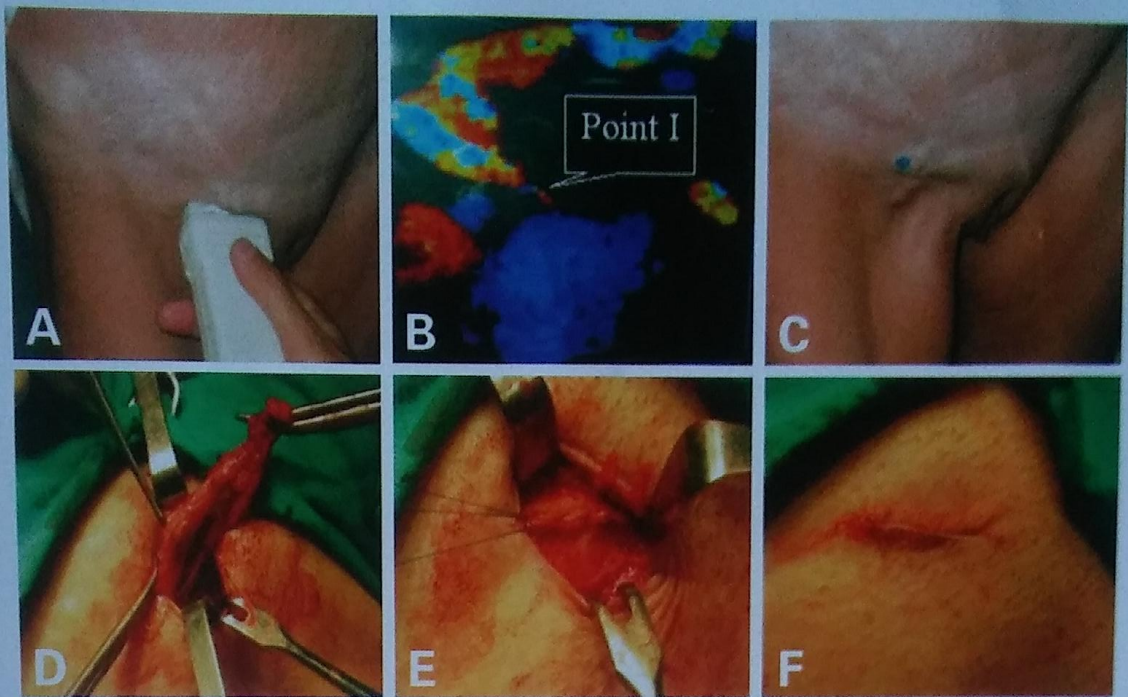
Repérage du point I par écho-Doppler (A). Reflux dans la veine du ligament rond en Valsalva sous écho-Doppler couleur (B). Marquage sous écho-Doppler (C). Traitement : incision 20 mm puis section ligature de la veine du ligament rond (D) et fermeture du canal inguinal au fil non résorbable (E). Suture de la peau (F)
